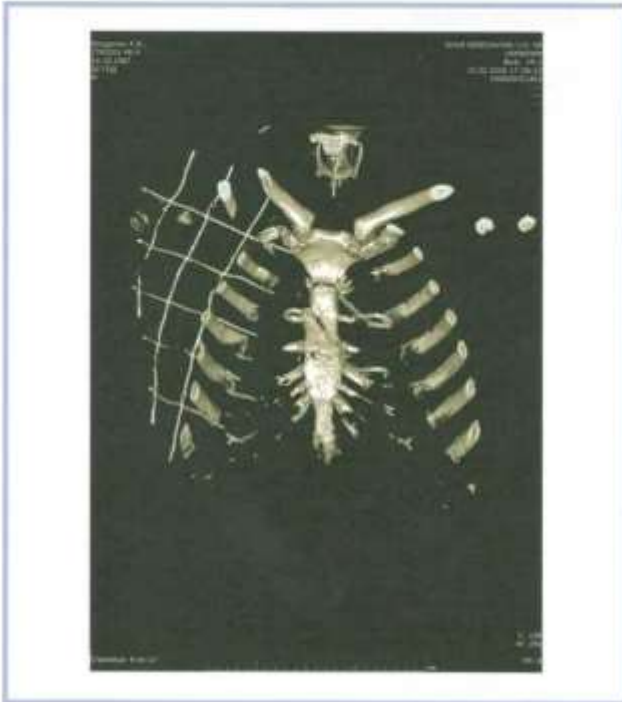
Трехмерная компьютерная томограмма грудины. Вид сзади.
